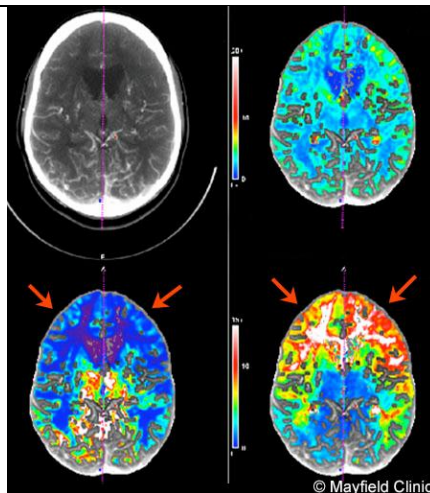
TDM de perfusion d'un patient atteint de la MMM (111)
